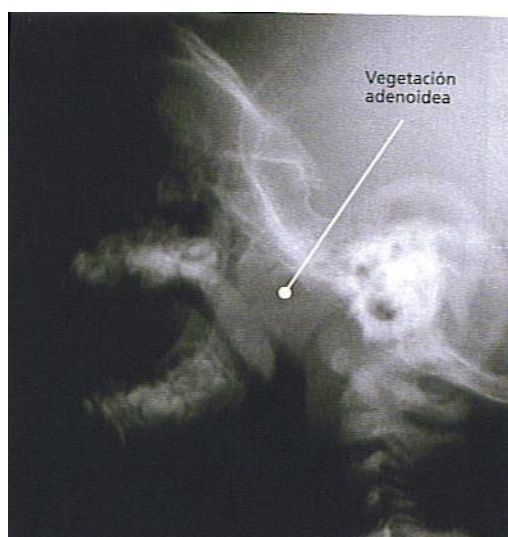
Radiografía de un paciente con hipertrofia adenoidea. Basterra. 2005.
